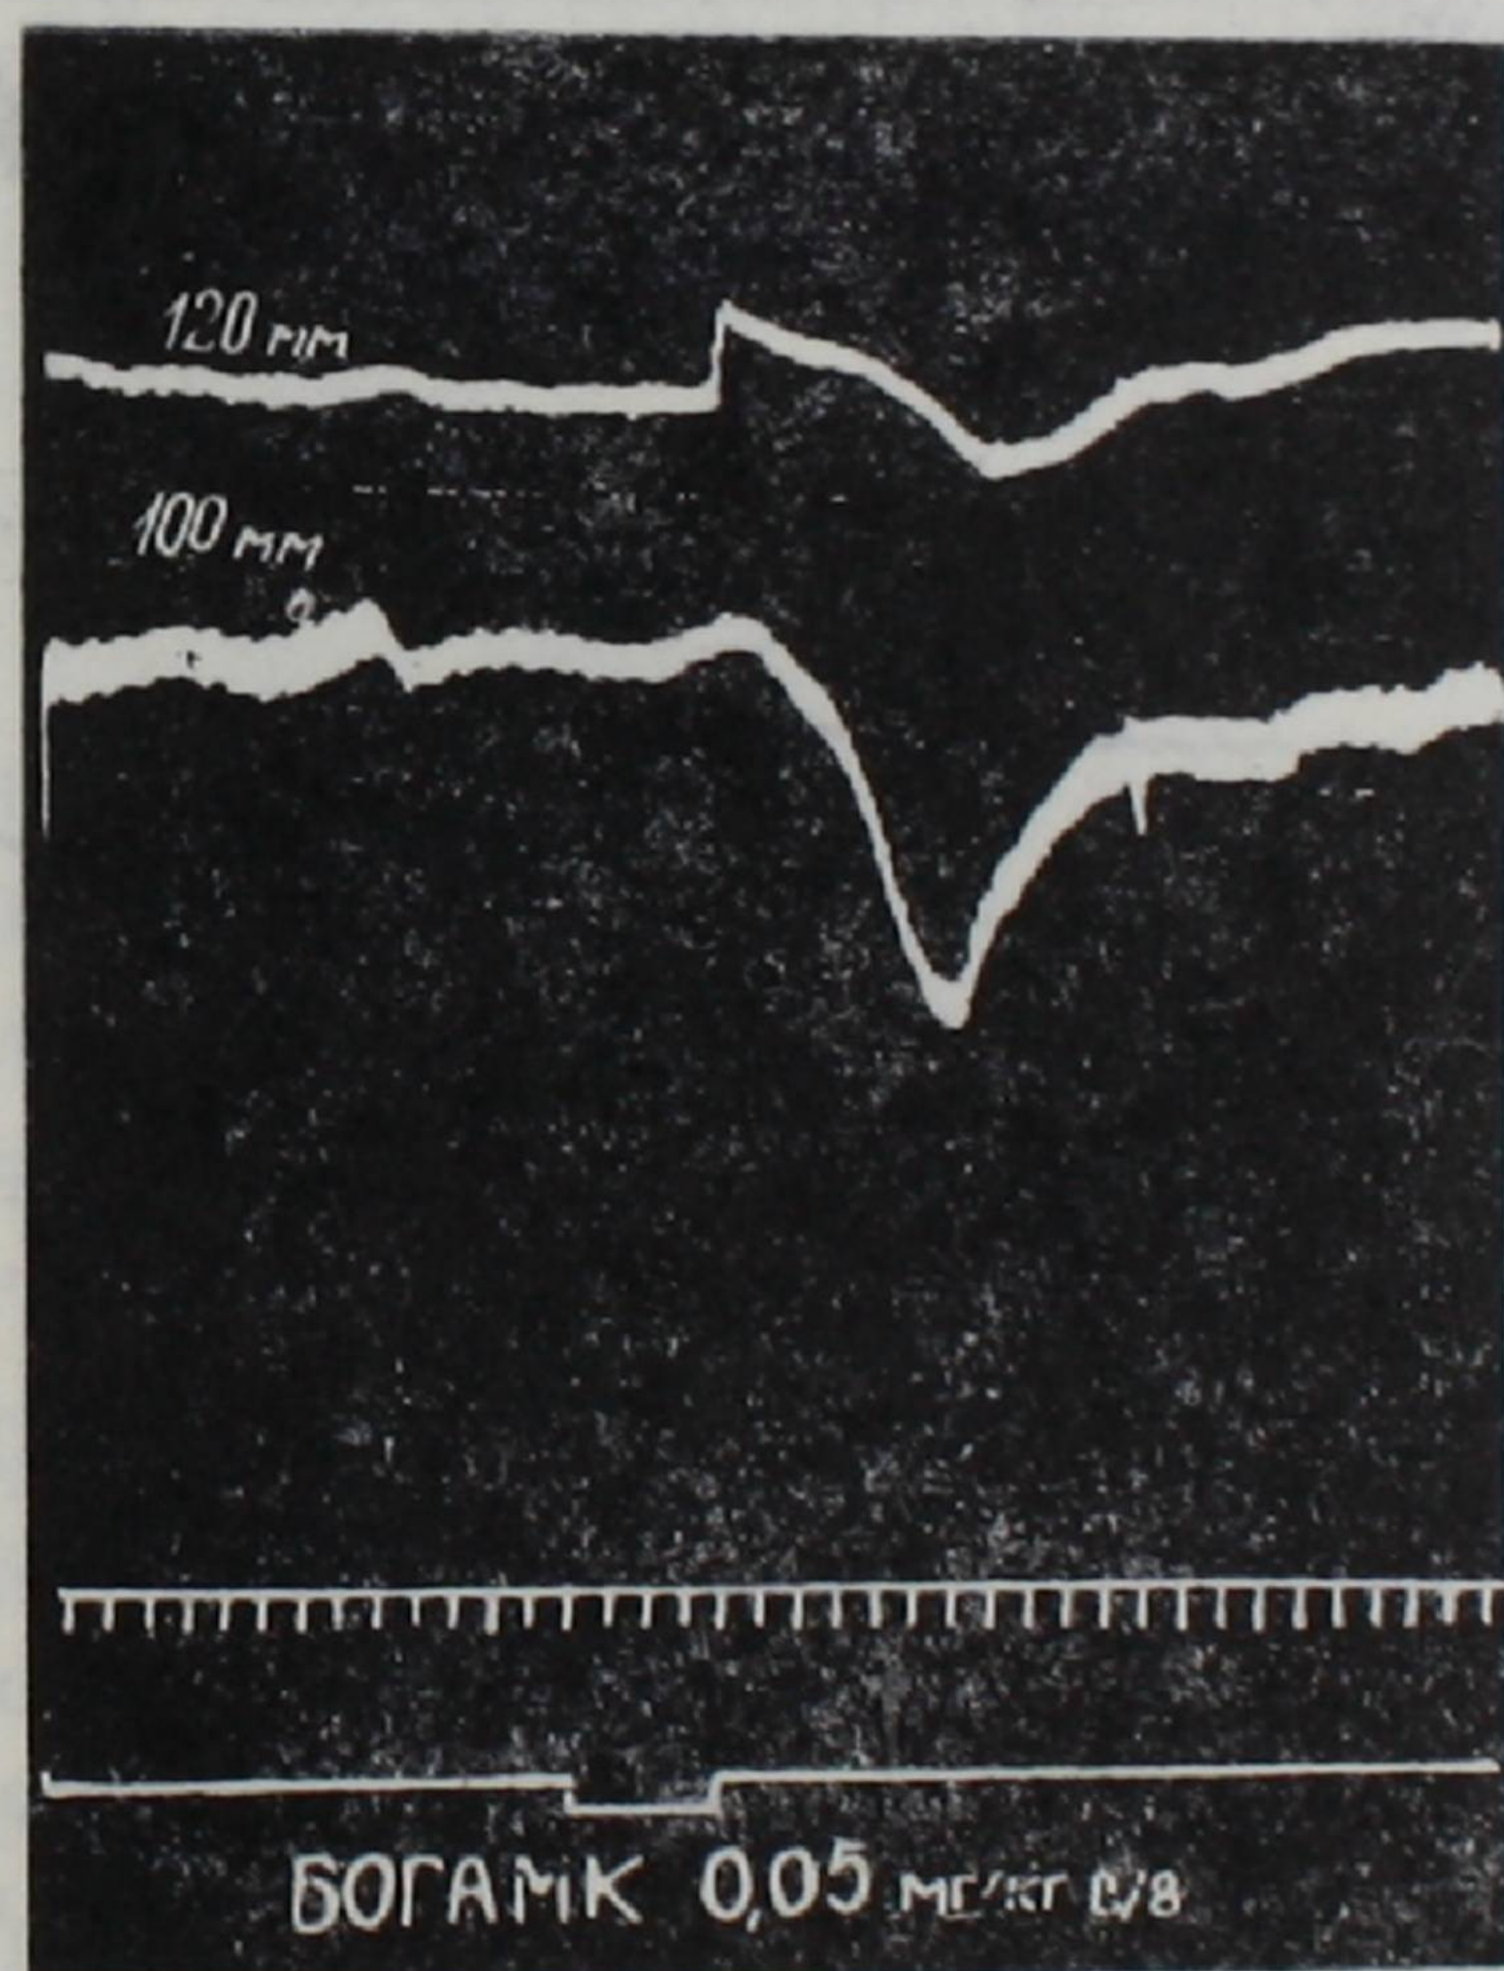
Перфузия коронарных сосудов. Влияние внутривенного введения БОГАМК в дозе 0,05 мг/кг на тонус венечных сосудов. Кривые сверху вниз: перфузионное давление, артериальное давление, отметка времени—5 сек., отметка введения вещества.
